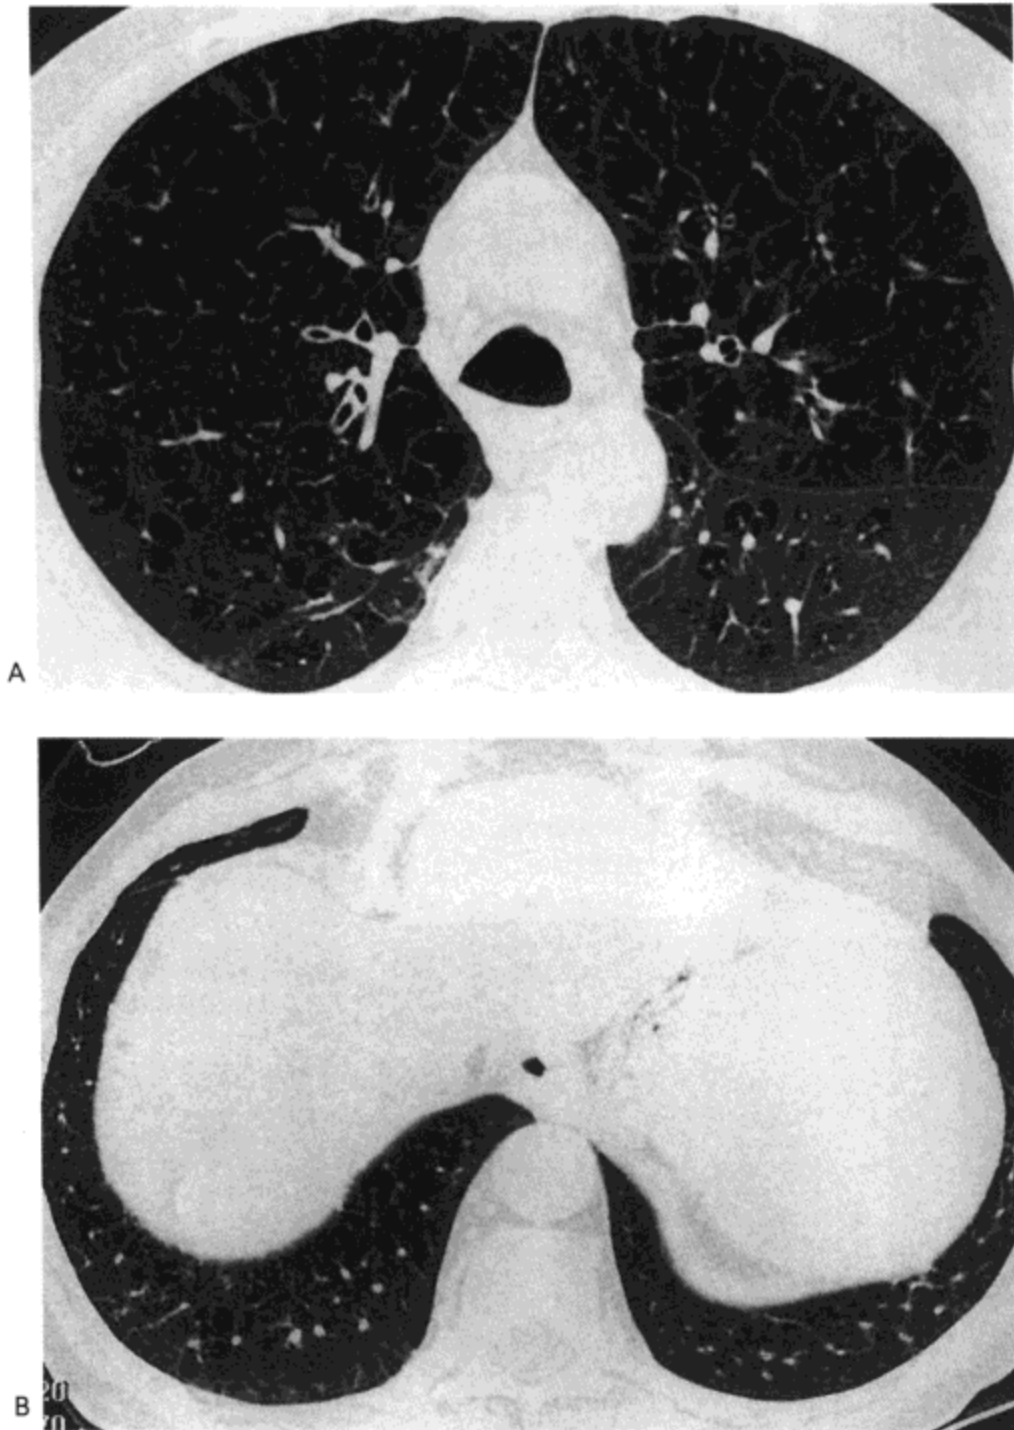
小叶中心性肺气肿：高分辨率CT表现。A：主肺动脉窗水平的高分辨率CT影像示局灶性低密度区，无壁。可见位于低密度区内的肺血管（箭号）。B：经肺基底的第二幅图像示小量的肺气肿。病人男，66岁。这些影像表现为中等严重程度的小叶中心性肺气肿的表现。
